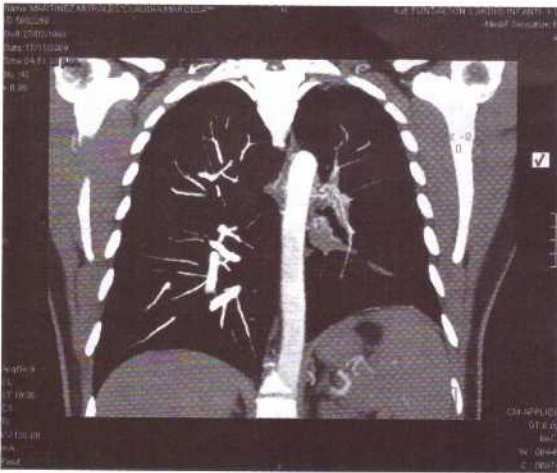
Angio-TAC de tórax con ausencia de paso del medio de contraste hacia las arterias lobares y segmentarias izquierdas, con aumento de la circulación colateral y pérdida de volumen del hemitórax.
